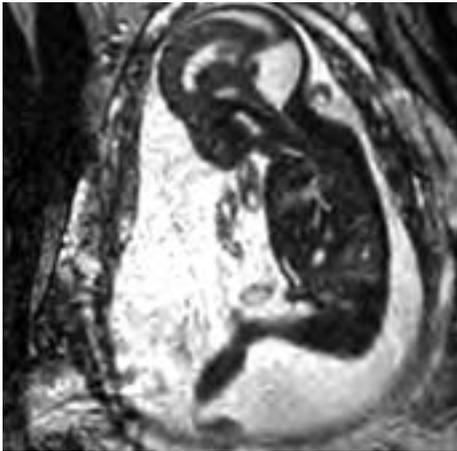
RM Sagital T2 prenatal.
